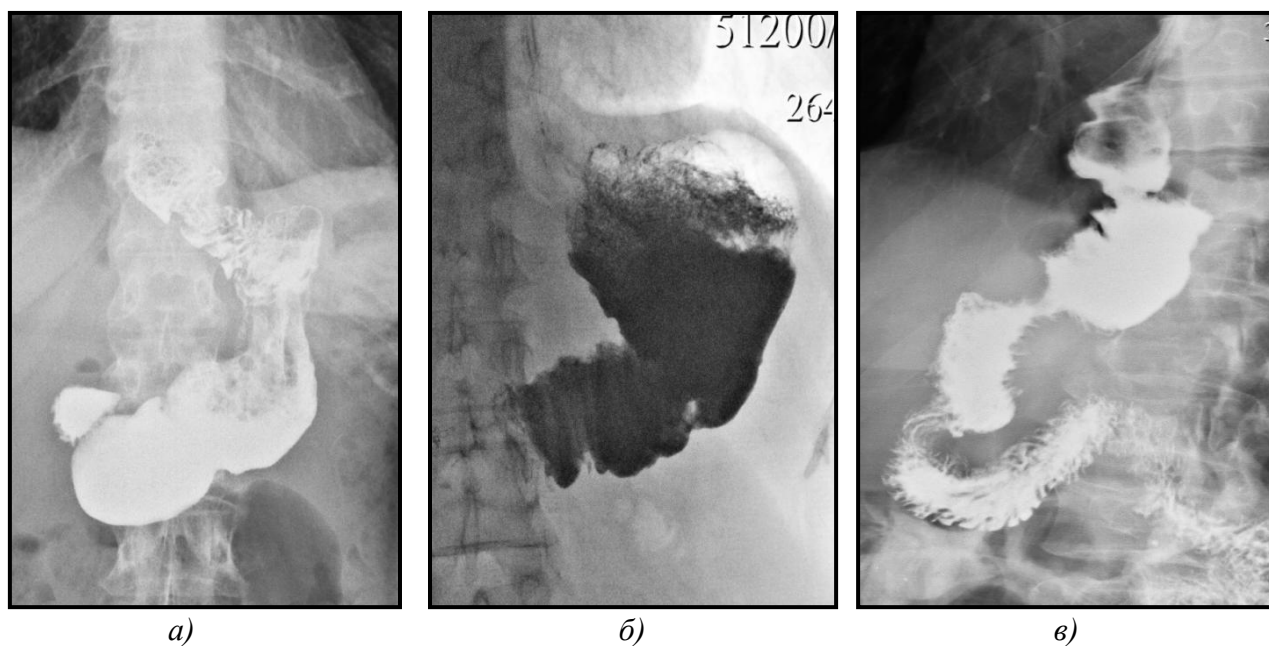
Рентгенограммы в отдаленном периоде:
